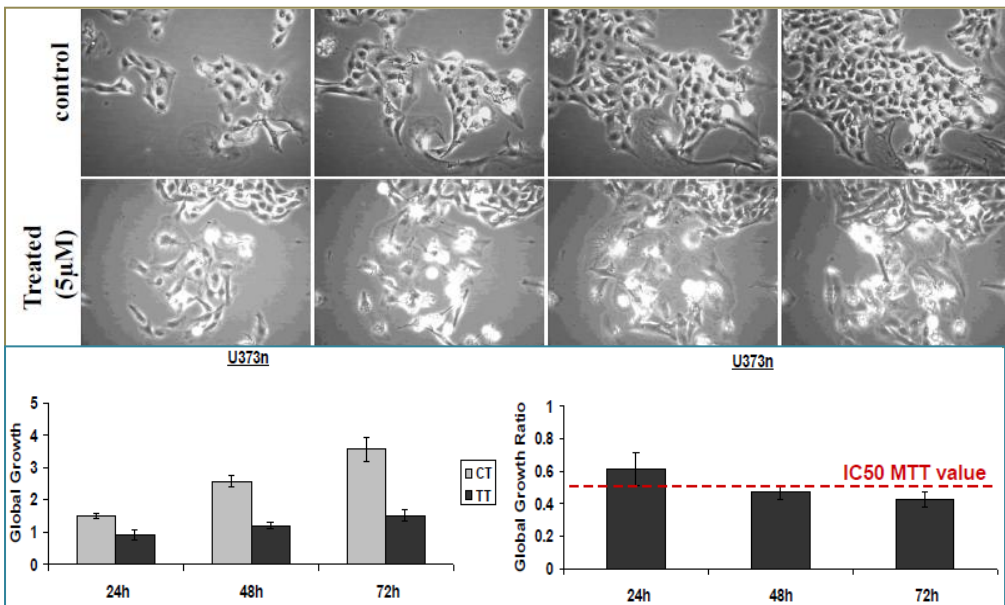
Photos des cellules U373n (glioblastome humain) traitées par l'UA150A 5µM (TT) vs control (CT) à 24h, 48h et 72h et calcul du GGR.
